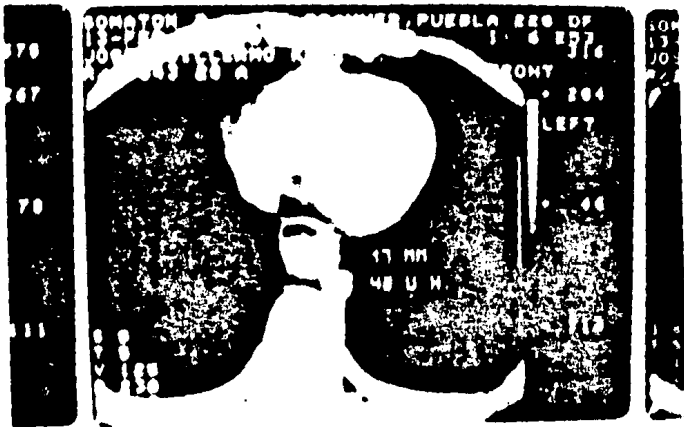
En la TAC de tórax se muestra el diámetro y la pequeña luz del esófago, así como el diámetro de la neoplasia que es de 17 mm., midiendo 42 U.H.
